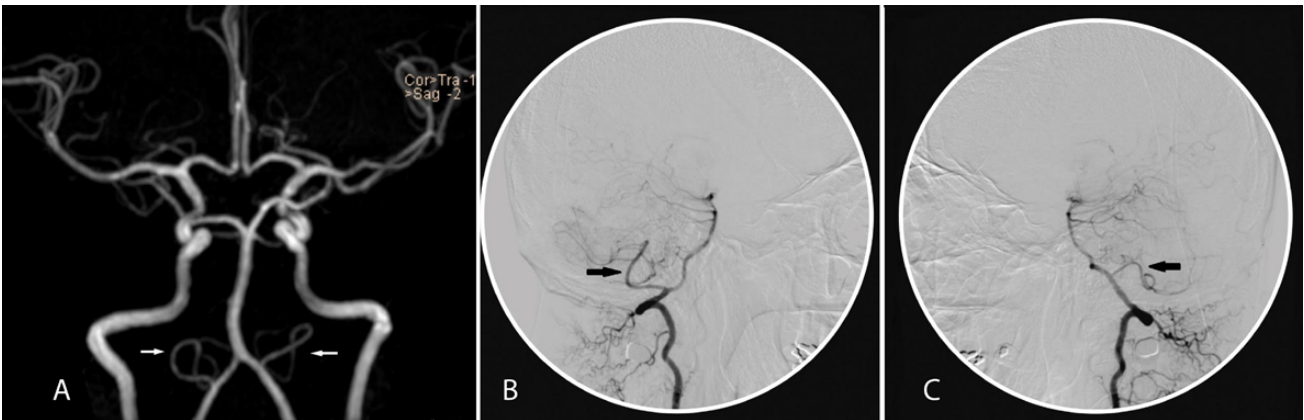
Angiorresonancia cerebral donde se observan ambas PICA totalmente permeables (flechas blancas). 3B. Panangiografía cerebral. Proyección lateral de arteria vertebral derecha. 3C. Proyección lateral de la arteria vertebral izquierda. Las flechas negras señalan ambas PICA.
